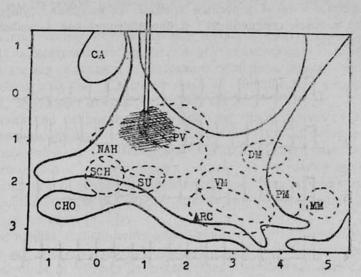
Результат морфологического контроля локализации кончика химиотрода в структурах переднего гипоталамуса с указанием зоны диффузии вводимых веществ.
